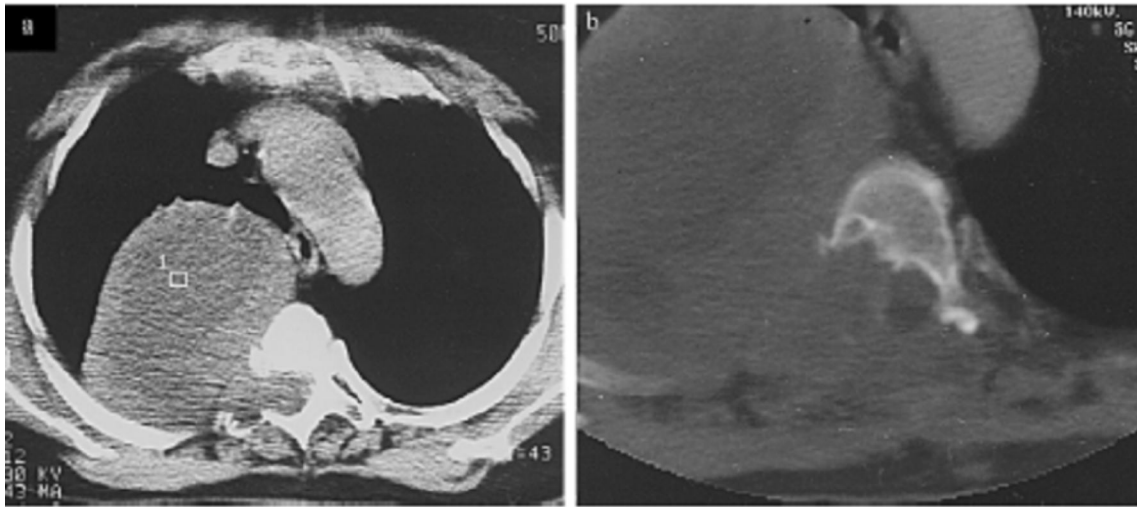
TDM rachidienne retrouvant une extension intrarachidienne en sablier d'une tumeur des enveloppes nerveuses (a et b).[25].
